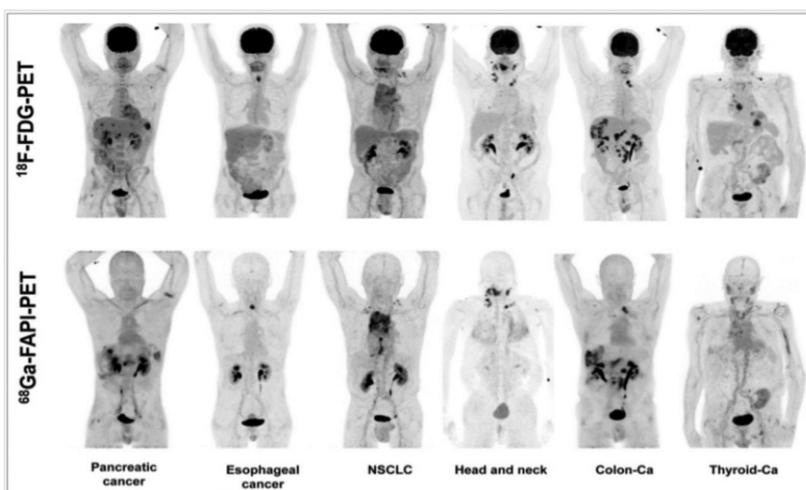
FAPI and FDG PET imaging in the same patients, adapted from FAP: The Next Billion Dollar Nuclear Theranostics Target? Jeremie Calais. Journal of Nuclear Medicine Feb 2020, 61 (2) 163-165; DOI: 10.2967/jnumed.119.241232
